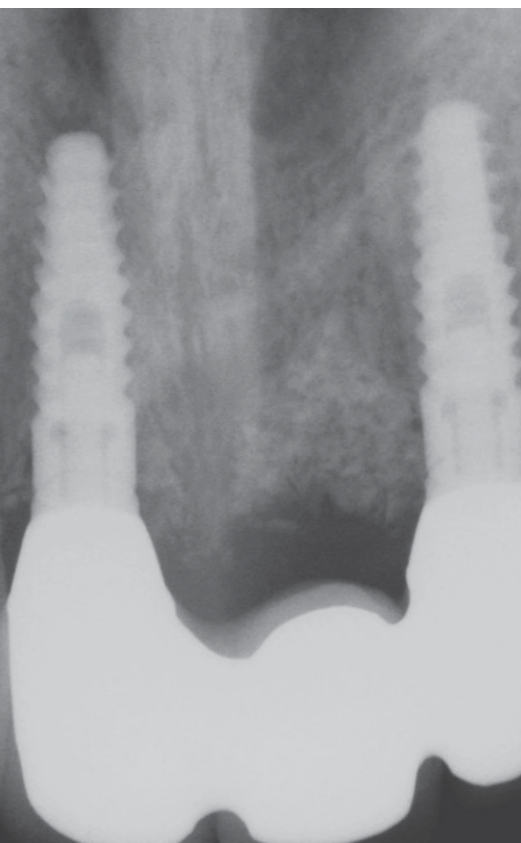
Das Röntgenkontrollbild zum Zeitpunkt der Eingliederung.
